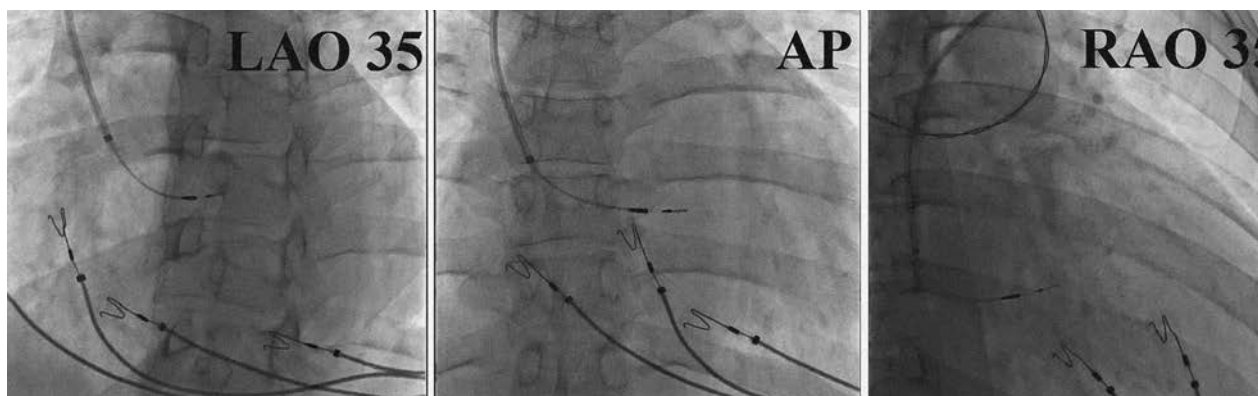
Рентгенографія позиції стимуляційного електрода (місце реєстрації електрограми пучка Гіса). LAO – ліва коса проекція, AP – пряма проекція, RAO – права коса проекція.
